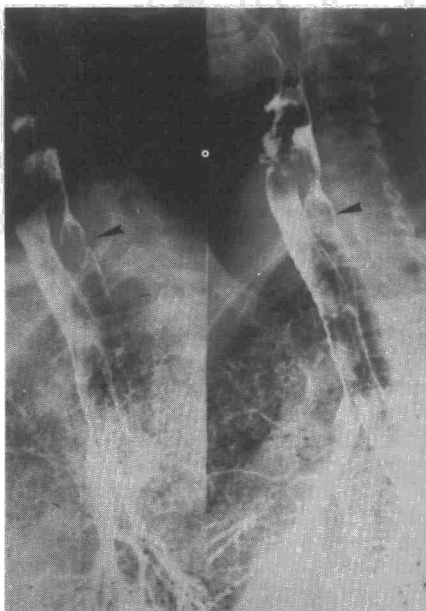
Radiografía del tercer día de la inhalación. Persiste contraste en tráquea y bronquios (flechas), pero la mayoría se ha depositado en zonas más periféricas.
